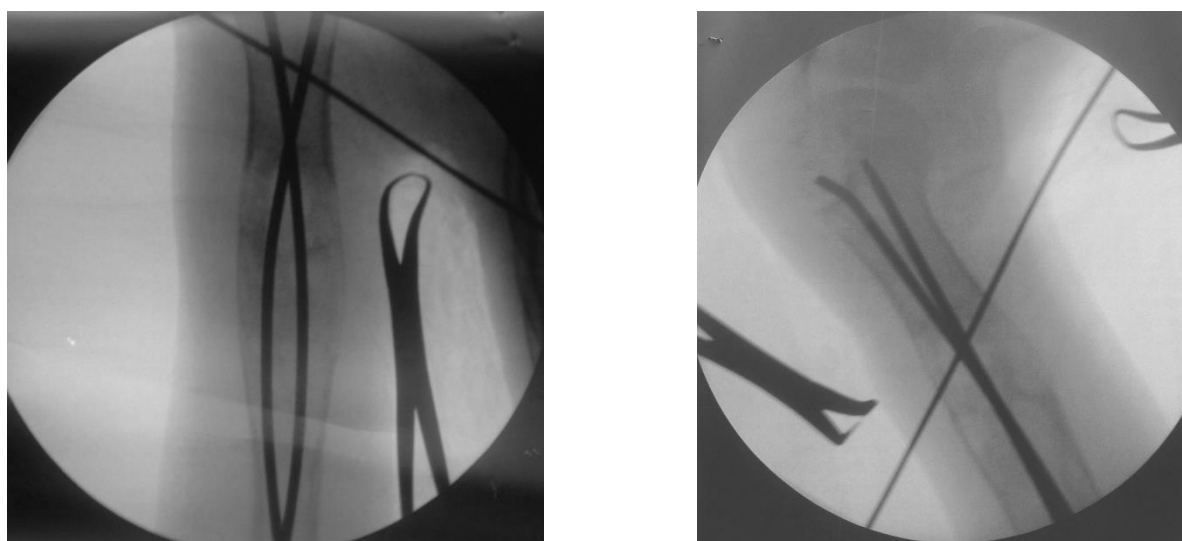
Больной В. Интраоперационные рентгенограммы правой плечевой кости в прямой (а) и боковой (б) проекциях. Выполнен остеосинтез патологического перелома титановыми эластичными стержнями
